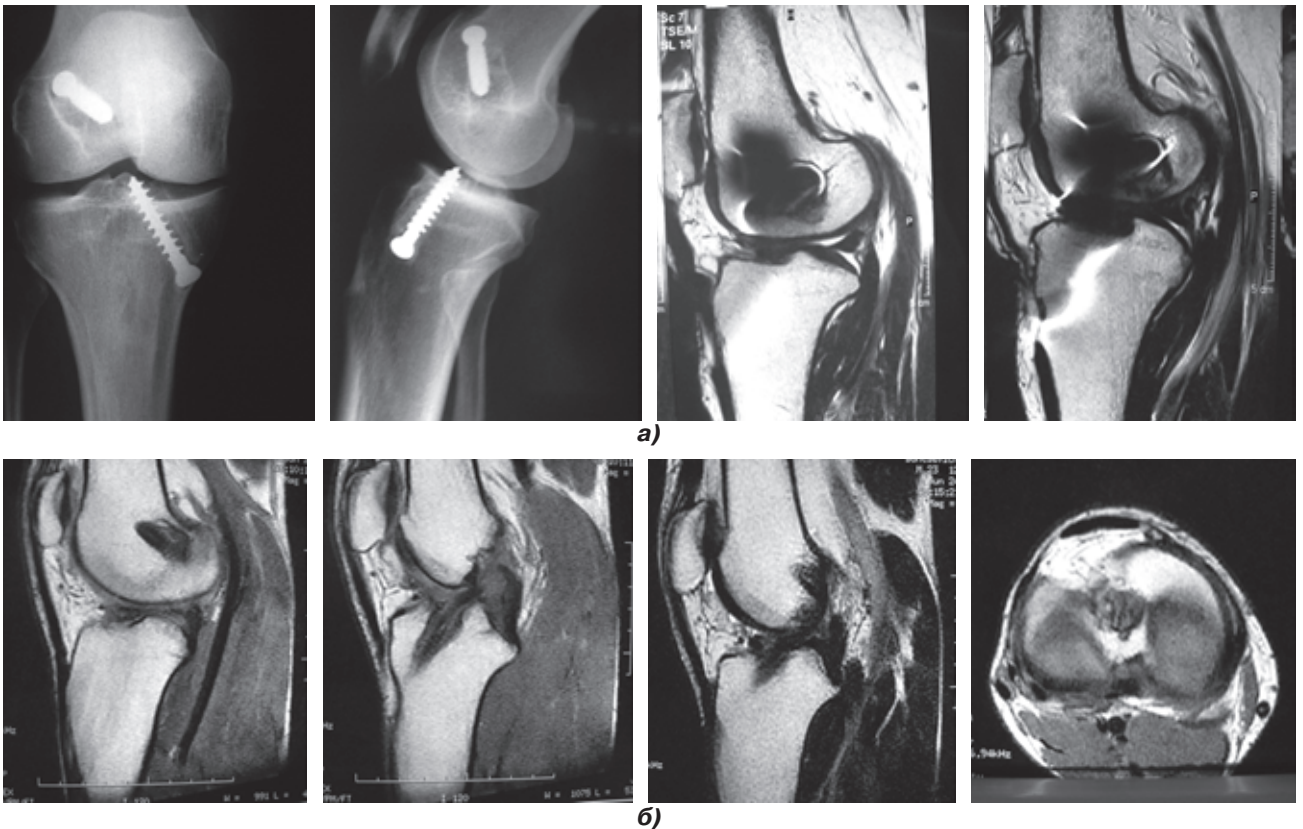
Применение МРТ для оценки после операции состояния трансплантата ПКС и направления каналов: а) МРТ коленного сустава с металлическими винтами, которые дают помехи на изображении, для получения информации нужно сделать несколько серий; б) МРТ коленного сустава с винтами из полимолочной кислоты дает четкое изображение, на данной серии видно повреждение трансплантата ПКС
